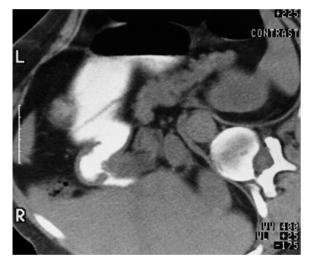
In der CT tumorartige Wandverdickung zwischen Duodenalwand und Pankreaskopf
